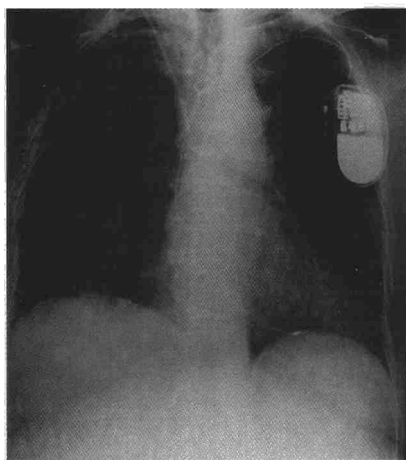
Radiografía simple de tórax en la que se observa el pulmón expandido, enfisema subcutáneo e imágenes de nódulos pulmonares bilaterales que corresponden a la afectación sistémica de la paciente.
